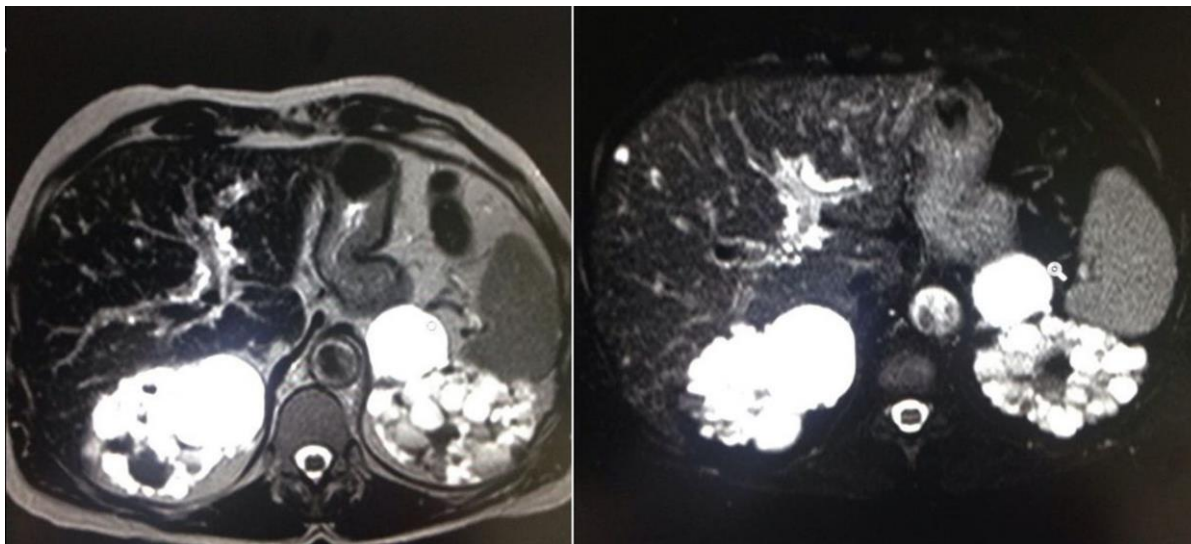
RM dell'addome che conferma la presenza di multiple piccole formazioni ipointense in T1 ed iperintense in T2/SPAIR
